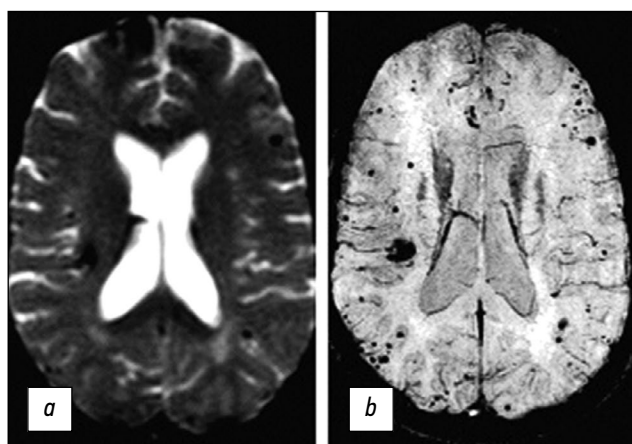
МР-томограммы головного мозга в аксиальной плоскости, выполненные в режимах T2\*GRE (a) и SWI (b). Изображения в режиме SWI позволяют выявить дополнительные очаги КМ, не визуализируемые в режиме T2\*GRE.
